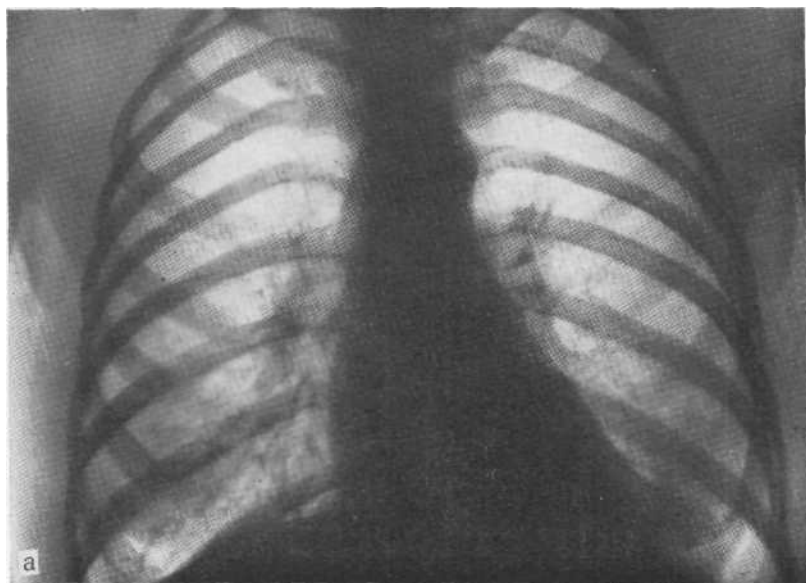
Обзорная рентгенограмма (а), пневсмедиастинограмма (б) и томограмма, выполненная а условиях пневмомедиастинума (в). Целомническая киста в левом сердечно-диафрагмальном синусе.
